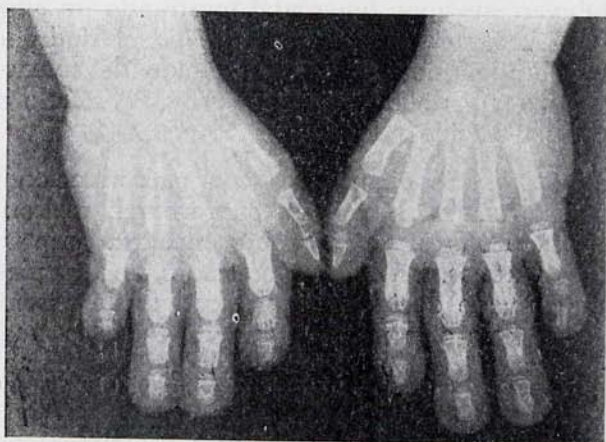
Trisomía G. Radiografía de las manos, mostrando la hipoplasia de la segunda falange del meñique responsable de la cortedad y ausencia del pliegue de flexión.
